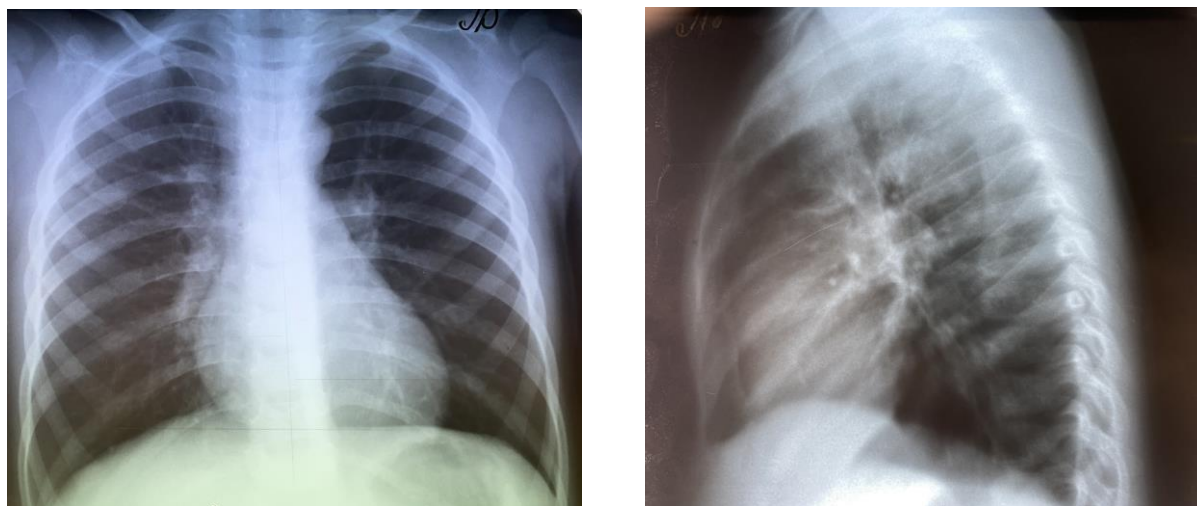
Обзорная рентгенография органов грудной полости в прямой и боковой проекциях ребенка с правосторонней полисегментарной пневмонией
